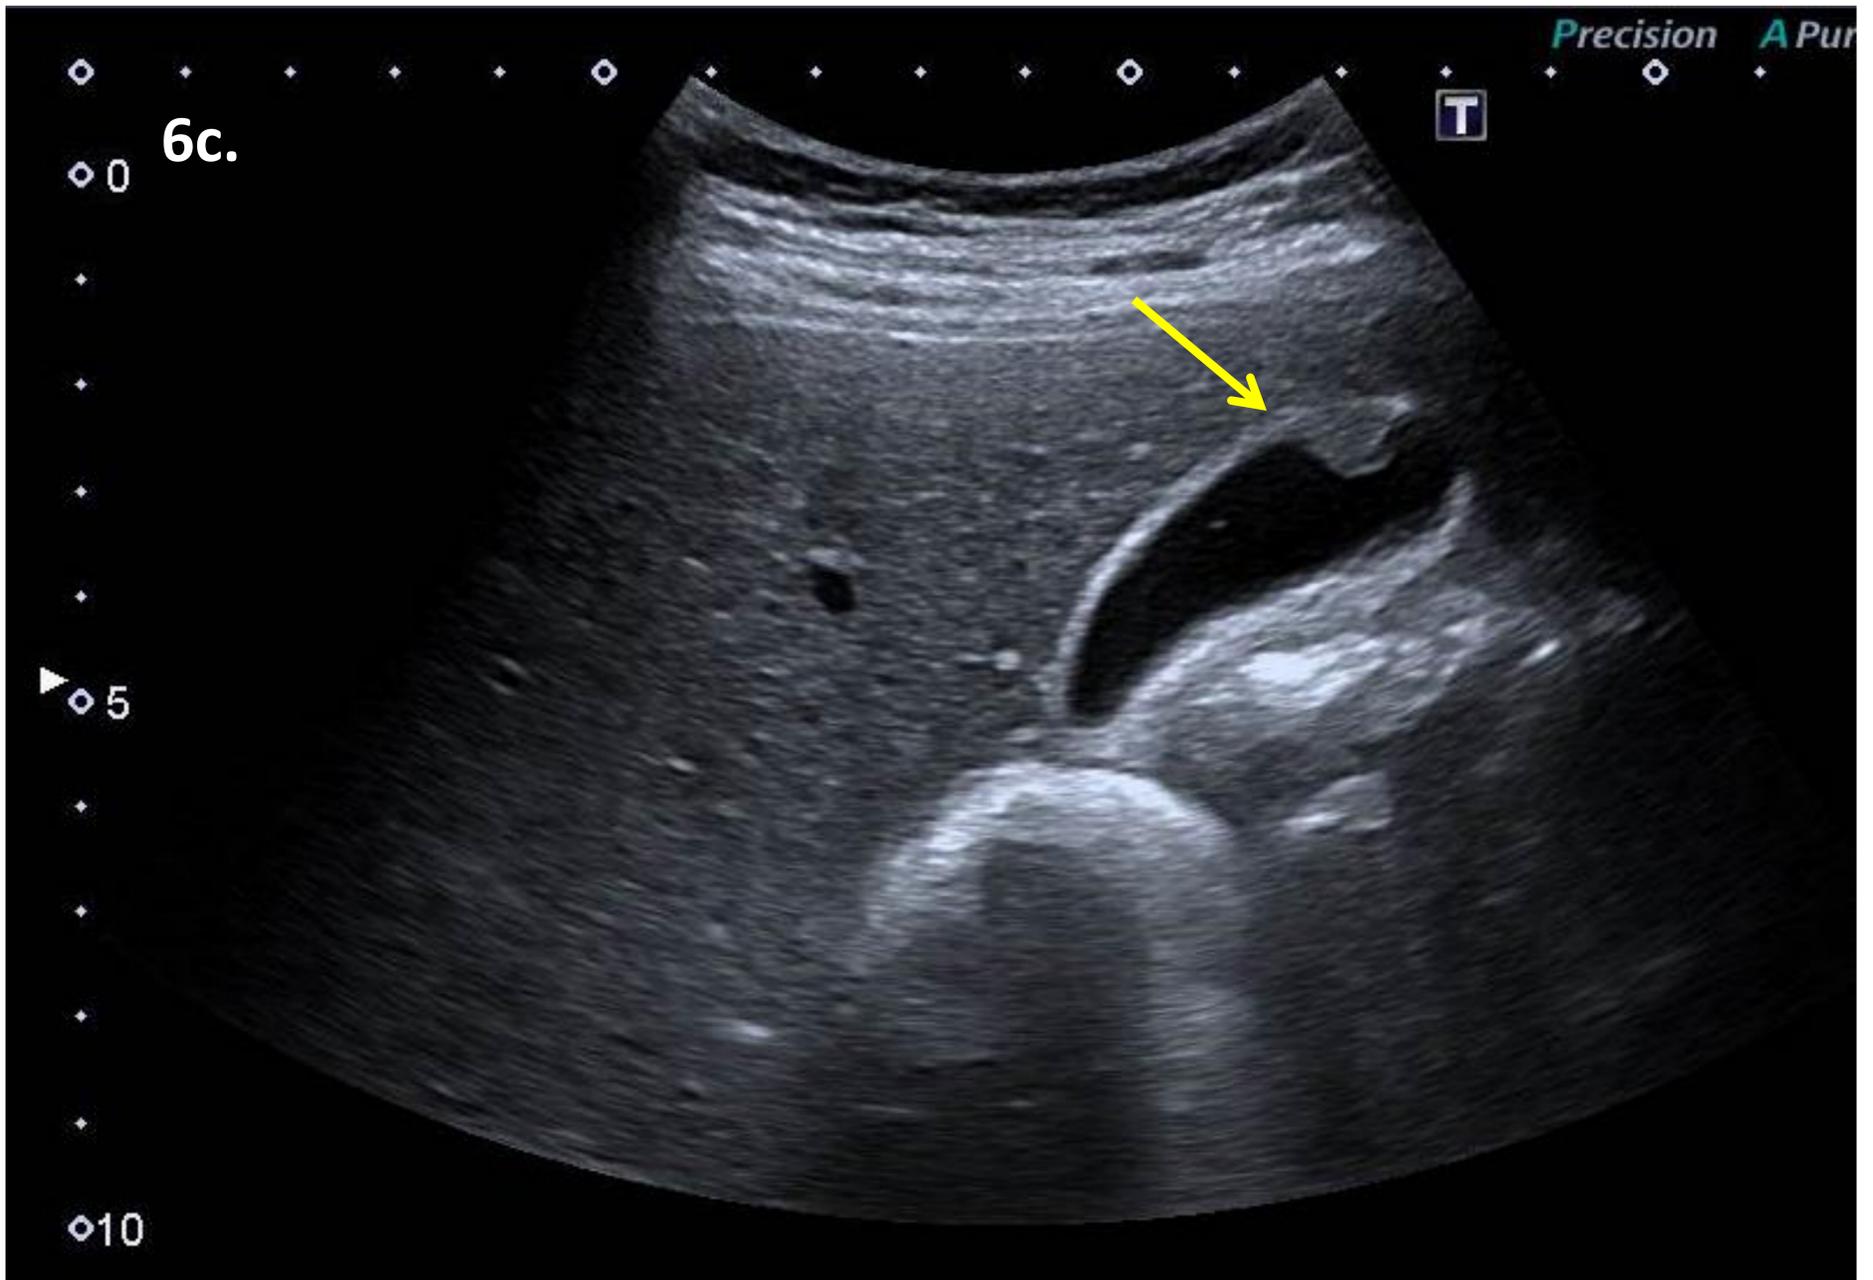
Ecografía abdominal complementaria dirigida estudio de la vesícula biliar, por hallazgos en TC compatibles con pólipo (flecha). Plano subcostal derecho. Se confirma la existencia de un pólipo vesicular de 8 mm.
